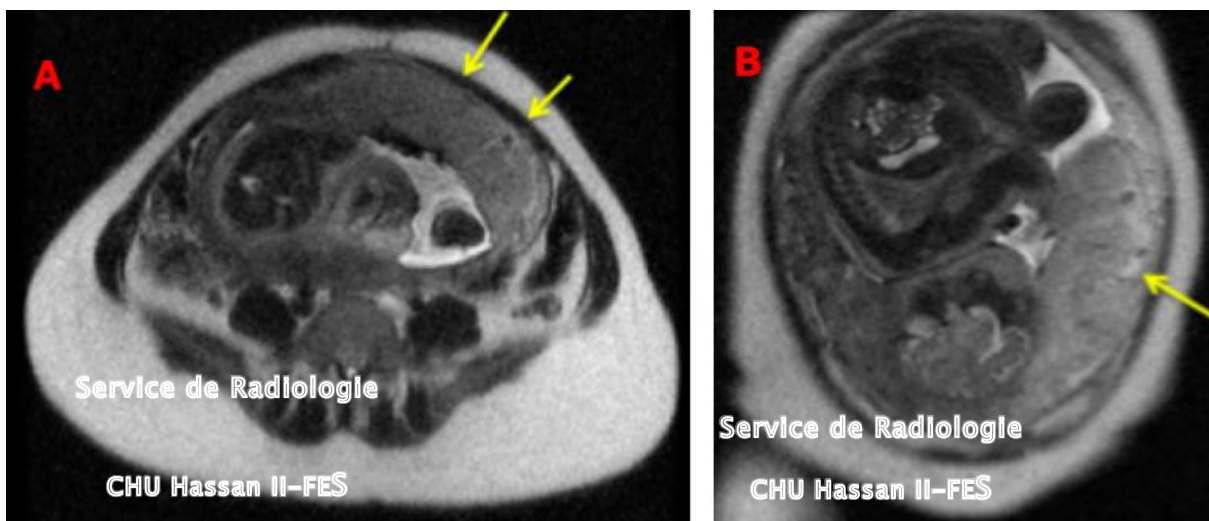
Coupes d'IRM axiale (a) et coronale (b) en faveur d'un placenta accreta.
